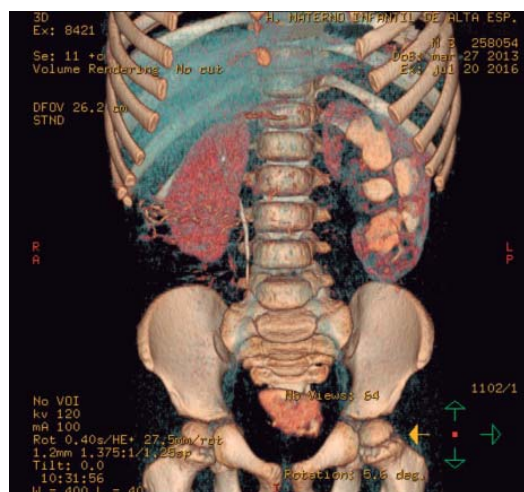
TAC 1: TAC con contraste IV en fase excretora. Reconstrucción 3D donde se observa contraste en el riñón izquierdo, el cual no se logra excretar.
